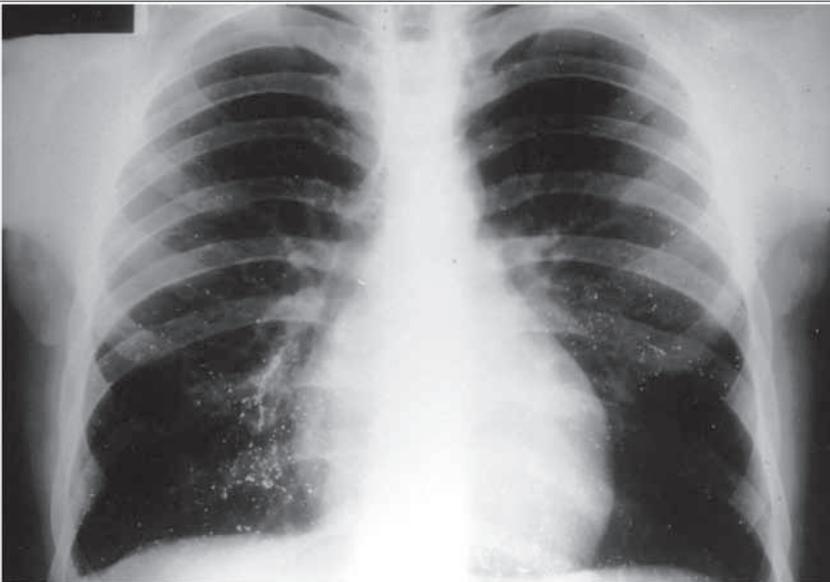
Radiografía de tórax de paciente consumidor de drogas por vía parental, tras haberse inyectado mercurio metálico por vía intravenosa.
